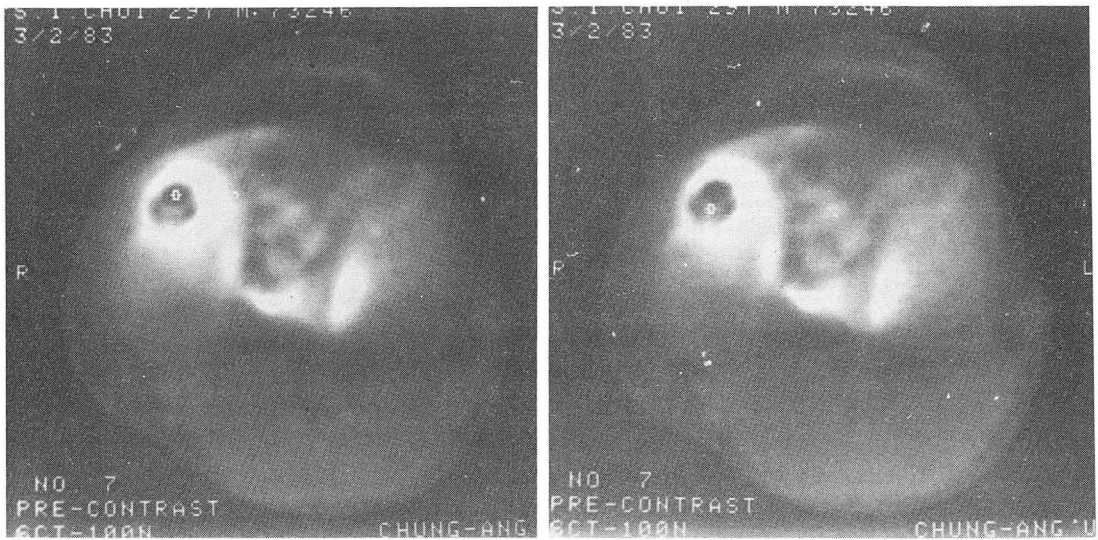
CT of the proximal tibia; Low density area (H.U 137-280) at the medial portion of the right tibia with its well circumscribed sclerotic rim. Note the density is higher than the other soft tissue and the difference of the density from one site to the others.
